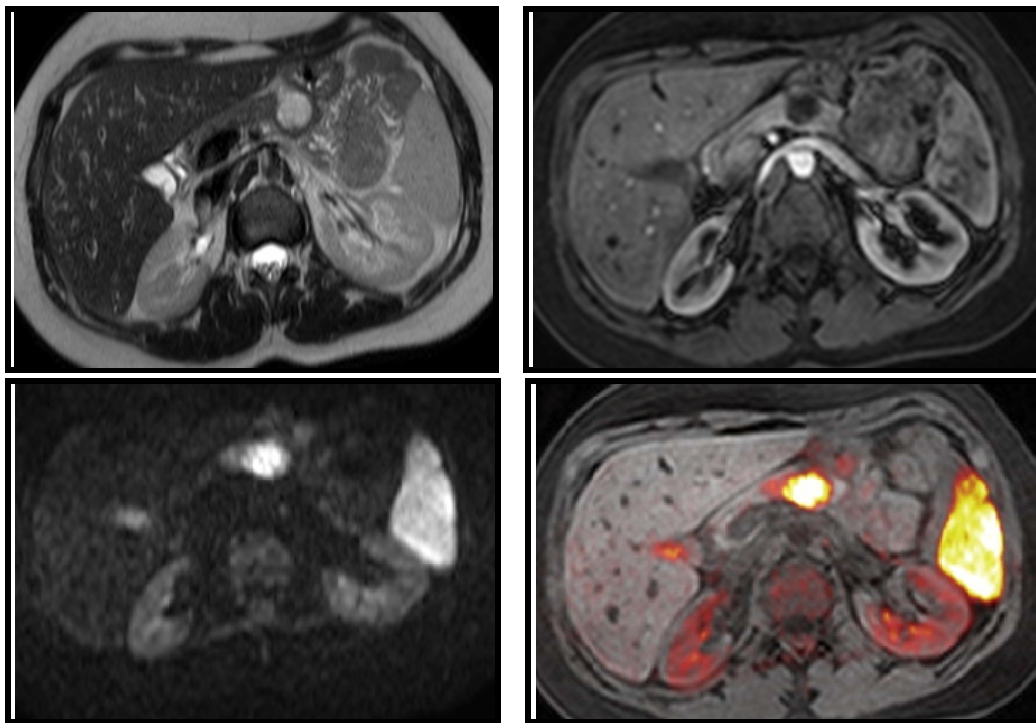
Figura # 31: Tumoración de gran tamaño en el cuerpo del páncreas hiperintenso en T2, hipointenso y con poco realce en T1 con gadolinio y que muestra restricción de la difusión mas evitente en la fusión T2 – DWI.
